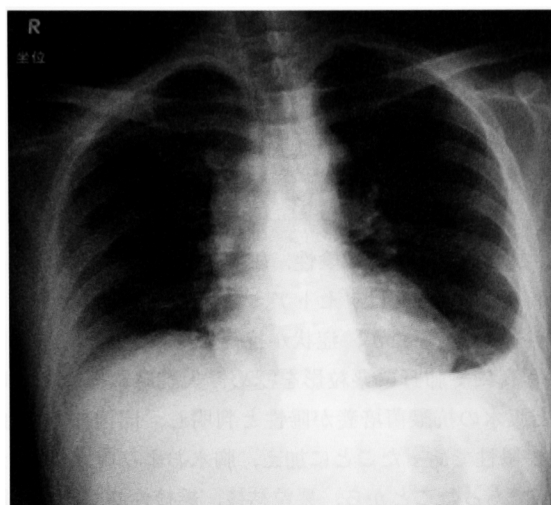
Chest radiograph on admission shows the bilateral pleural effusion.
